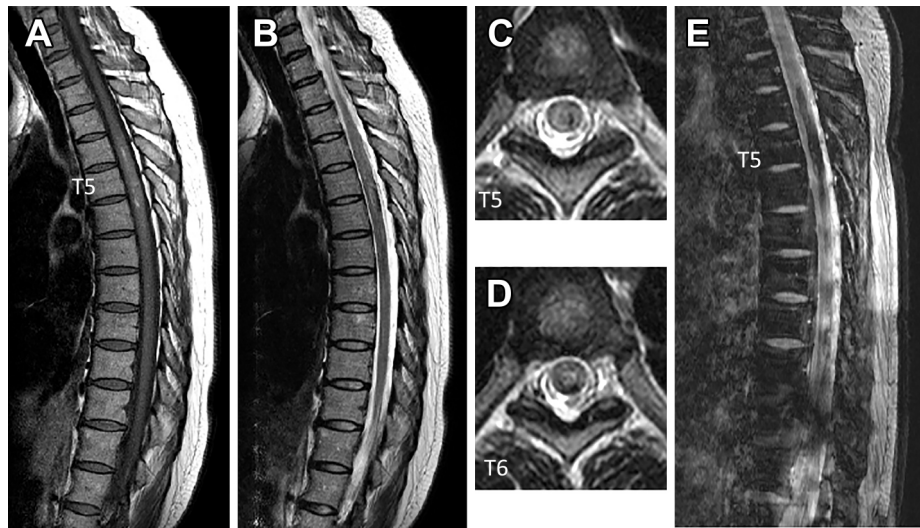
海綿状血管腫を基礎に持つ脊髄内出血症例の亜急性期 MRI.
